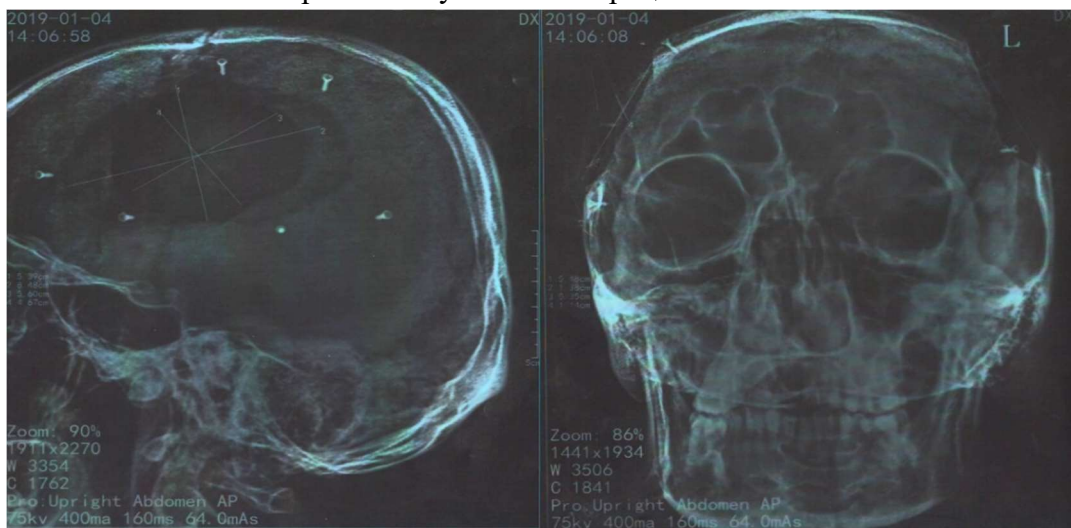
Рентгенограмма больного после операции (крепление углеродного имплантата титановыми шурупами)
